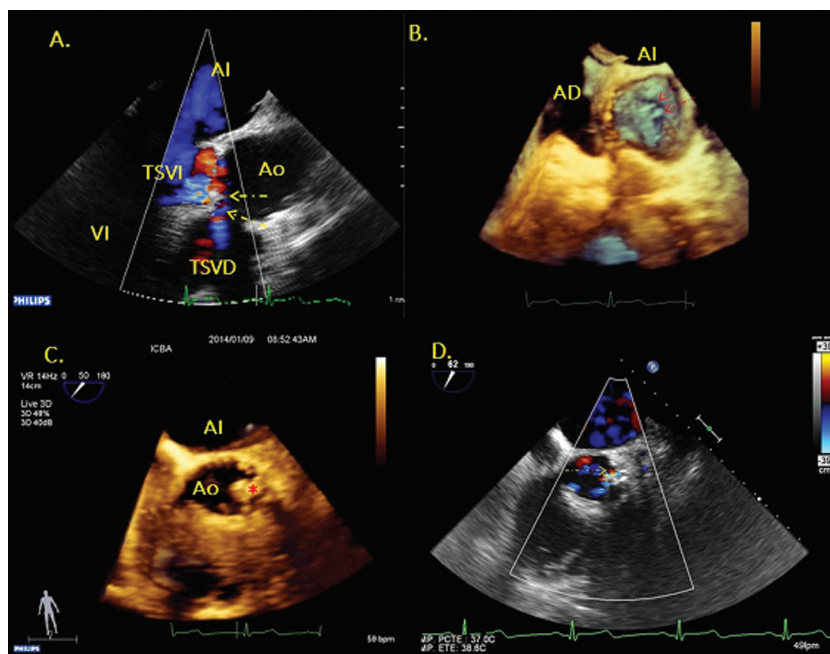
Caso de cierre de fuga periprotésica grave en válvula mecánica aórtica. A. Ecocardiograma transefágico. Corte longitudinal a 120° con Doppler color, donde se evidencia una fuga periprotésica grave (flechas). B. Ecocardiograma transefágico 3D. Vista desde la aorta en posición oblicua para evaluar el seno coronario izquierdo. Nótese la presencia de una dehiscencia paravalvular (flechas) de morfología semilunar y que está cruzada por dos hilos de sutura. C. Ecocardiograma transefágico 3D. Se evidencia la posición correcta del dispositivo de cierre (asterisco). D. Ecocardiograma transefágico. Corte transversal a 45° ligeramente por encima de la válvula aórtica, donde se evidencia una fuga mínima o trivial residual. VI: Ventrículo izquierdo. TSVI: Tracto de salida del ventrículo izquierdo. TSVD: Tracto de salida del ventrículo derecho. Ao: Aorta. AI: Aurícula izquierda. AD: Aurícula derecha.
